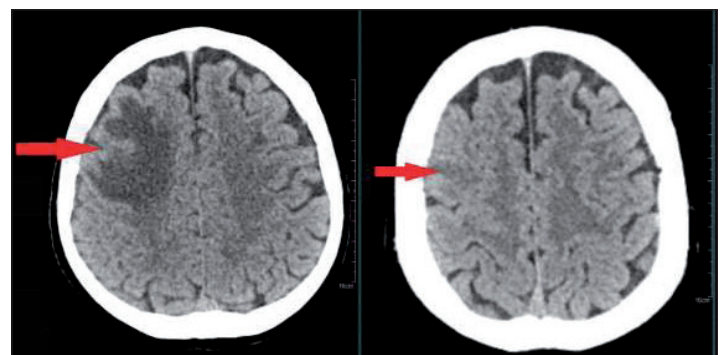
The native CT scan. The arrow on the left picture shows a typical finding of an abscess. The image on the right is an older CT scan for comparison, and the arrow shows a small ischemic lesion in the frontal region.
